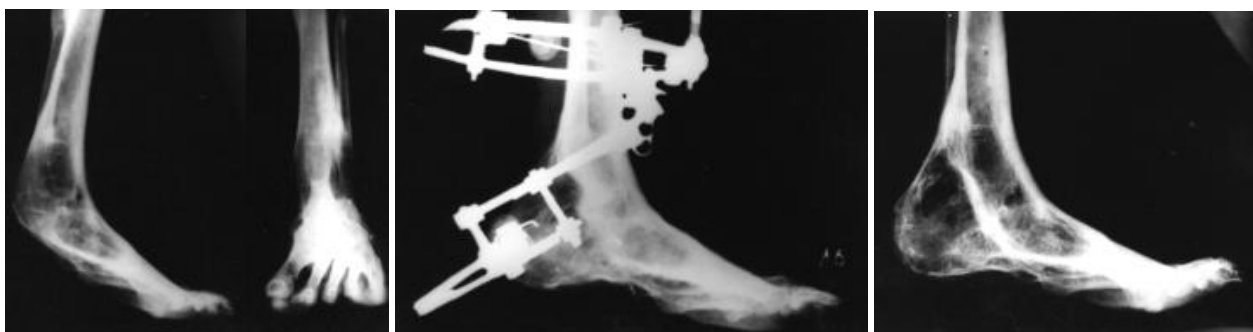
Рентгенограммы больной Д. до лечения, в процессе и после лечения.
